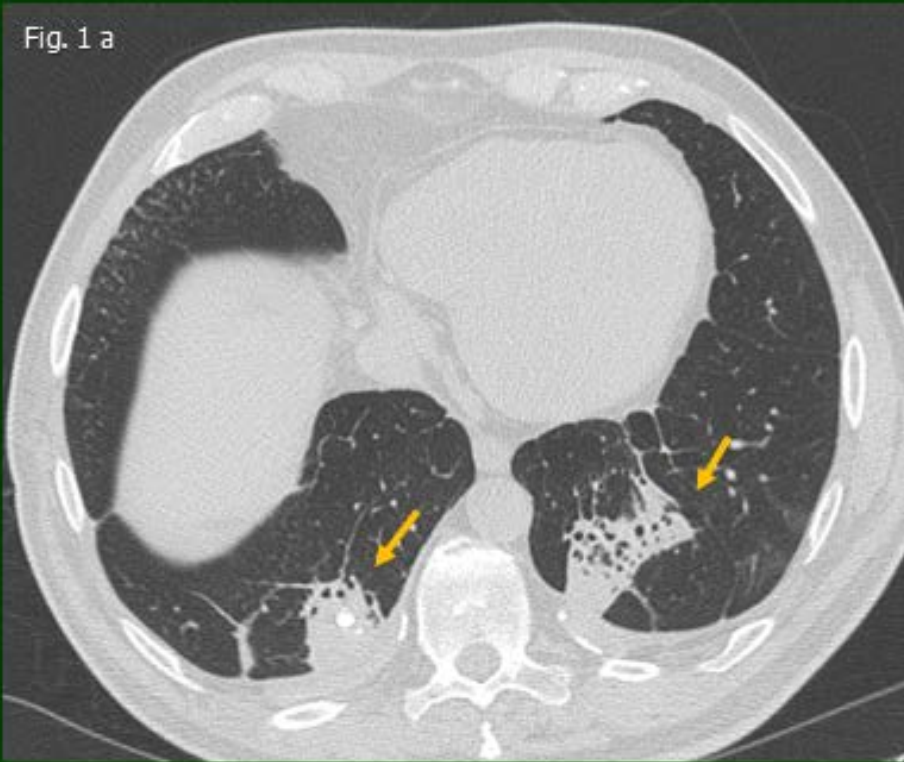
TC de tórax sin contraste con ventana de parénquima pulmonar. a. (corte axial), b. (corte coronal): Pérdida de volumen de ambos lóbulos inferiores asociada a consolidaciones redondeadas de base pleural (flechas) con calcificación central del lado derecho. Bronquiectasias de tracción y vasos que confluyen hacia la masa "signo de la cola de cometa" (cabeza de flecha).
